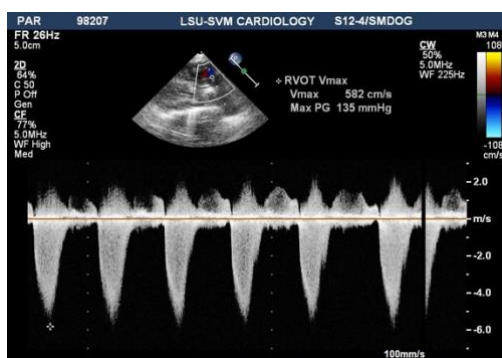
a) Doppler stenosi aortica; b) Velocità del getto aortico Doppler
